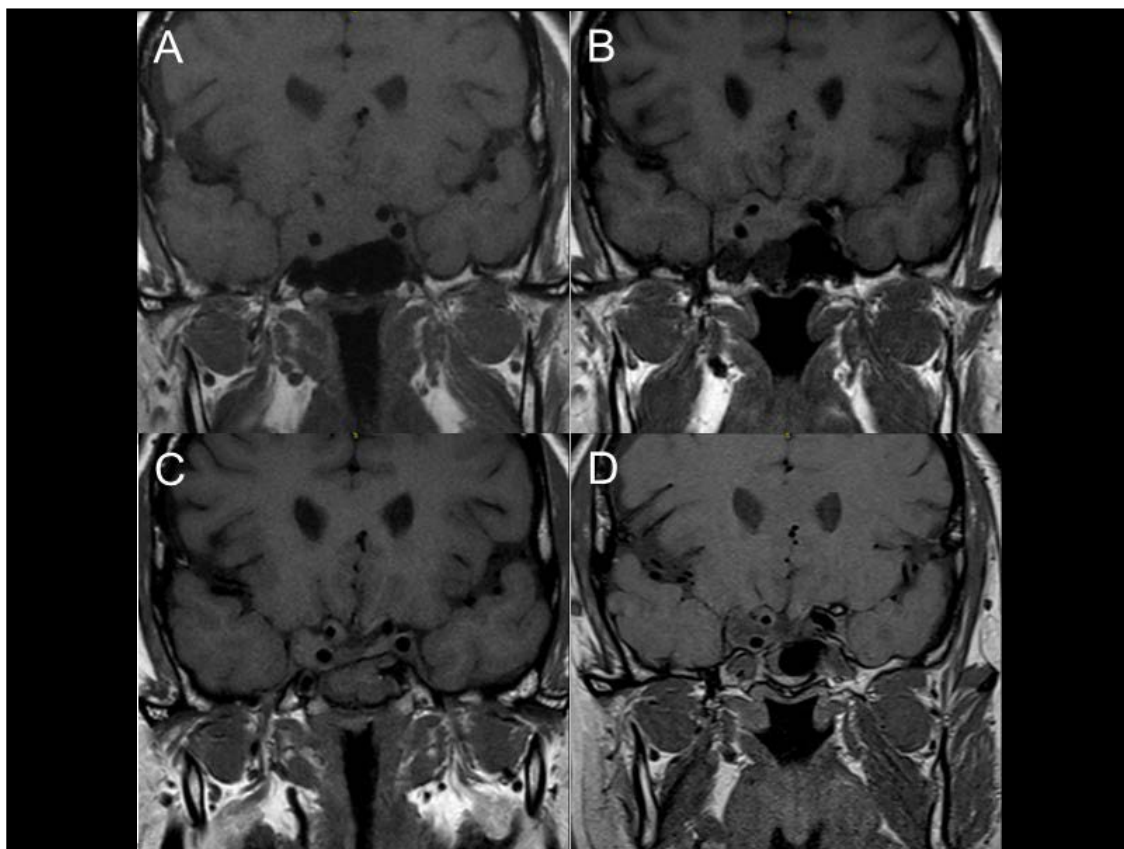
Evolución radiológica en resonancia magnética selar (T1 con contraste) de un macroprolactinoma invasivo bajo tratamiento con cabergolina.
